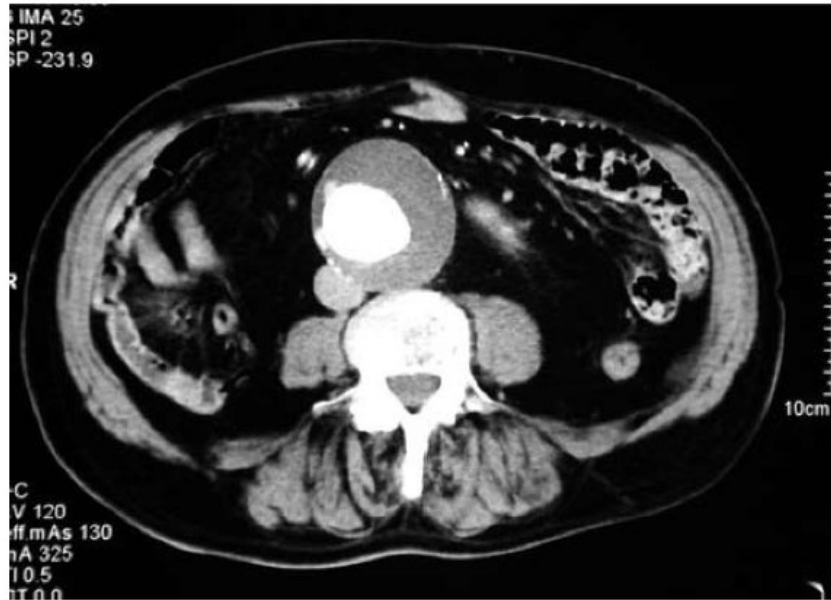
Corte axial de Angio-TC de aorta abdominal que muestra AAA infrarrenal no complicado de 62 mm.
